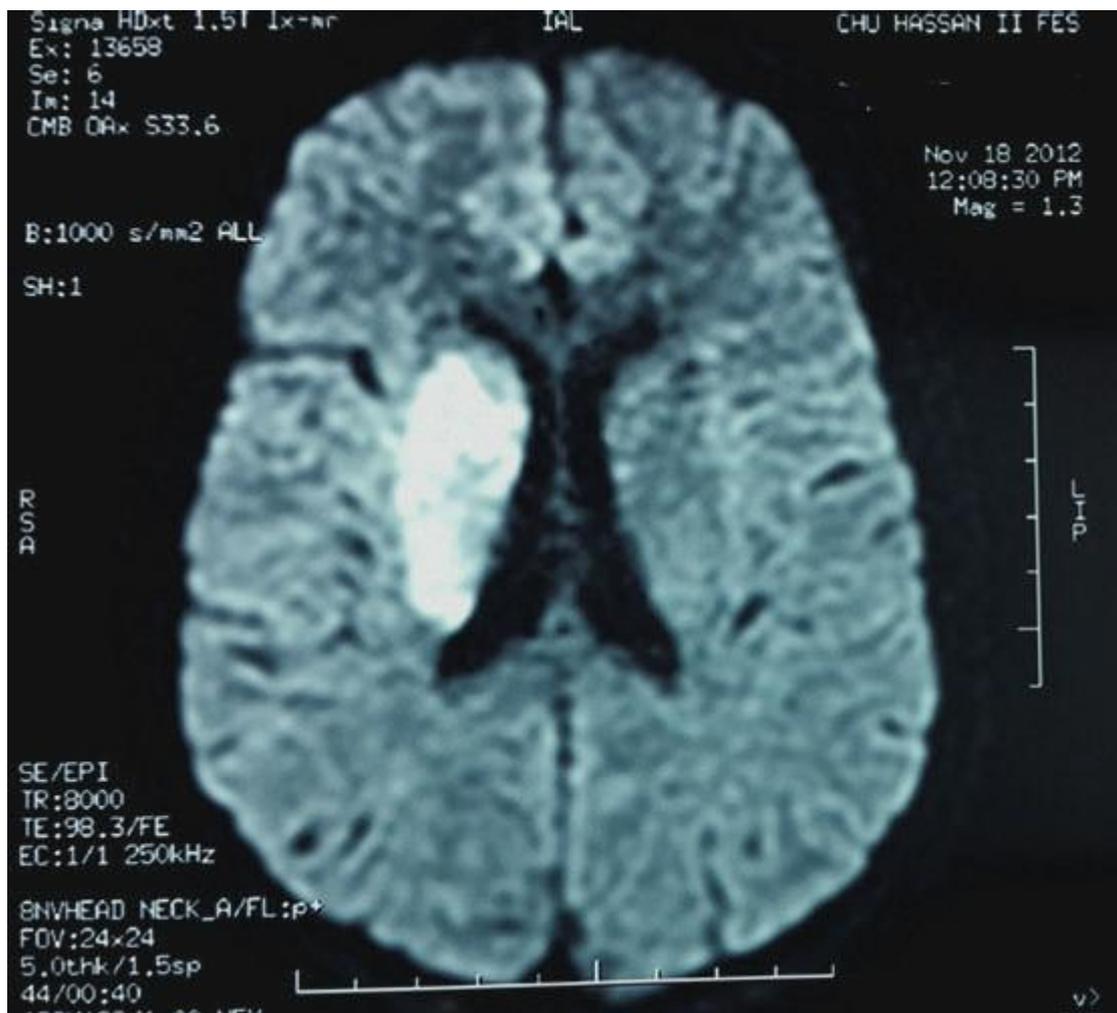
Séquence d'imagerie écho-planaire (EPI) en IRM montrant un AVC ischémique de l'artère sylvienne droite.
